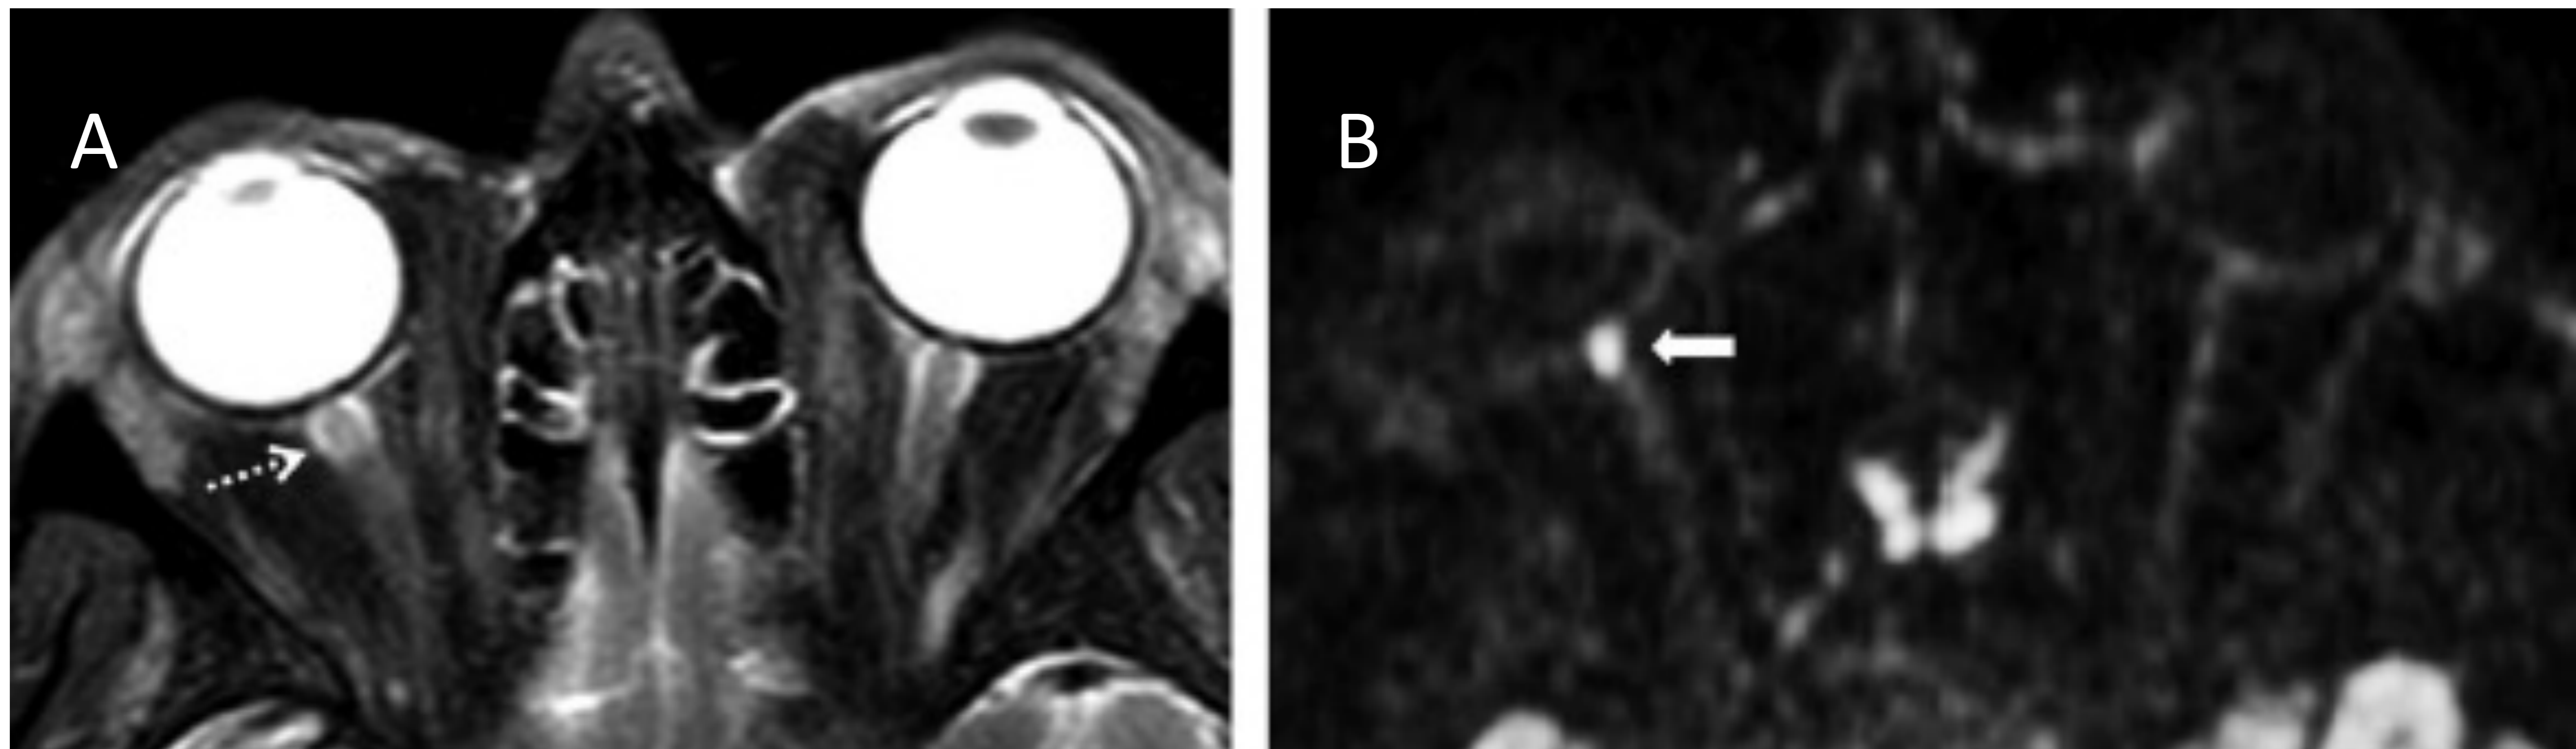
Pérdida de visión brusca del ojo derecho con fondo de ojo normal. Se realiza RM (A) observando una alteración de señal en T2 con (B) signos de restricción de la difusión en el segmento retrobulbar del nervio óptico. *Imágenes sacadas del artículo: Nguyen VD, Singh AK, Altmeyer WB, Tantiwongkosi B. Demystifying Orbital Emergencies: A Pictorial Review. Radiographics. 2017.*
